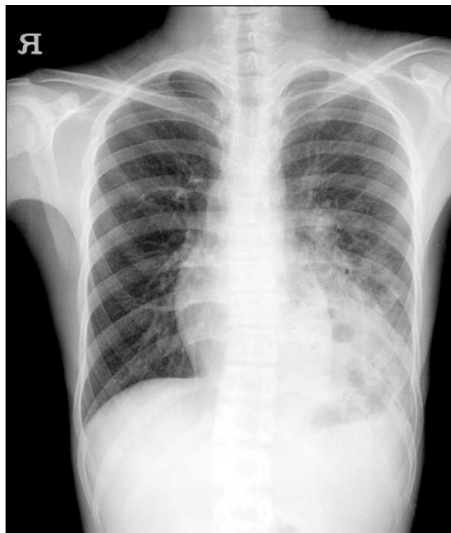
The initial chest X-ray showed air-space consolidation in the left lower lung field.
